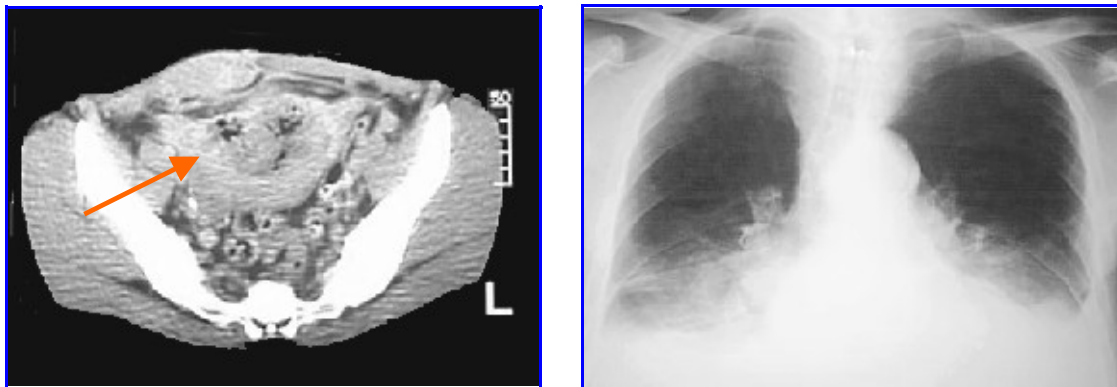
A la izquierda, TAC de pelvis donde se comprueba la existencia de restos intracavitarios en el útero. A la derecha, radiografía de tórax con lesiones de embolismo séptico en ambas bases pulmonares.
